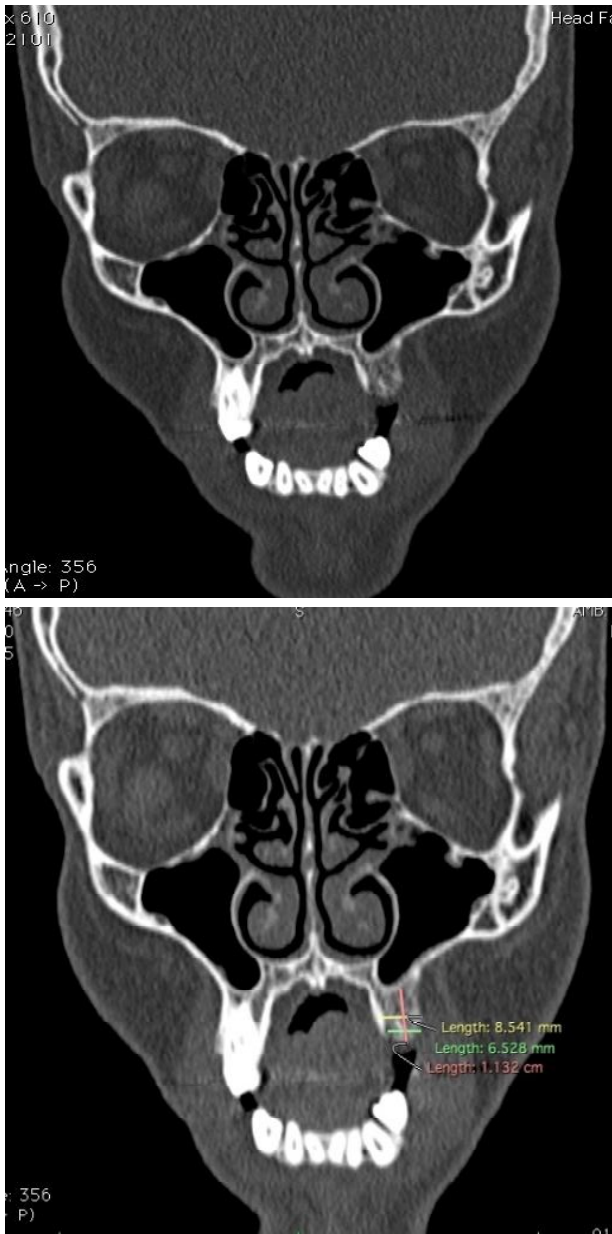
Tomografia computadorizada (corte Coronal). 2. b: Avaliação da formação óssea (osteoblasto) na região PMSE, Altura 1.132cm e espessura 8.541mm.
